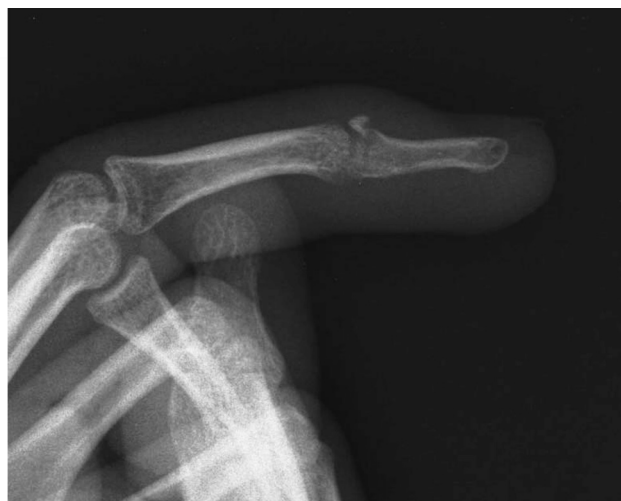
Рентгенограмма пациента О., с незначительными размерами оторванного тыльного фрагмента основания тыльной поверхности дистальной фаланги
